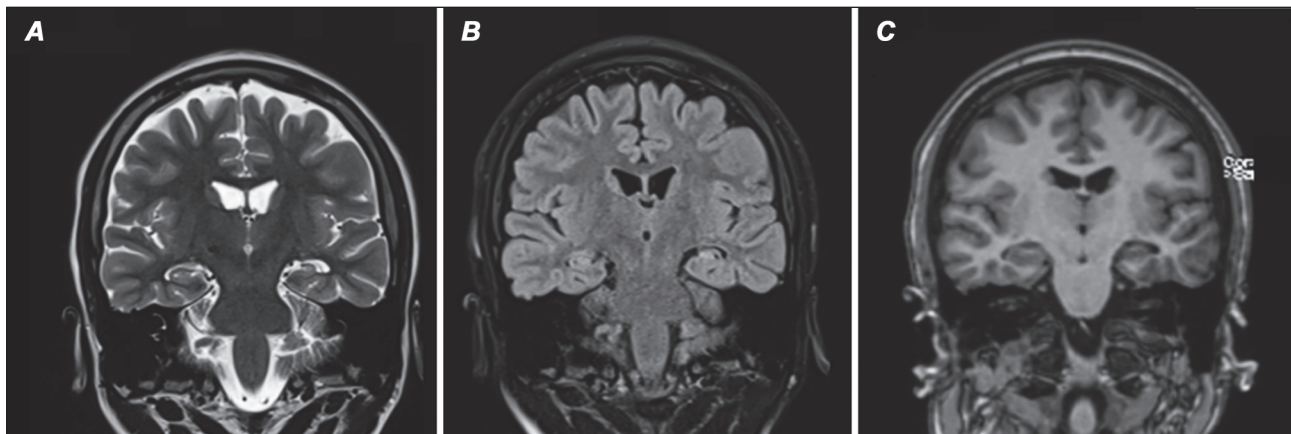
Типові зміни на МРТ головного мозку в пацієнта з лівобічним гіпокампульним склерозом: А) зменшення в розмірах лівого гіпокампа і підвищення інтенсивності сигналу від нього в режимі T2; В) зменшення в розмірах лівого гіпокампа і підвищення інтенсивності сигналу від нього в режимі FLAIR; С) зменшення в розмірах лівого гіпокампа і підвищення інтенсивності сигналу від нього в режимі T1
